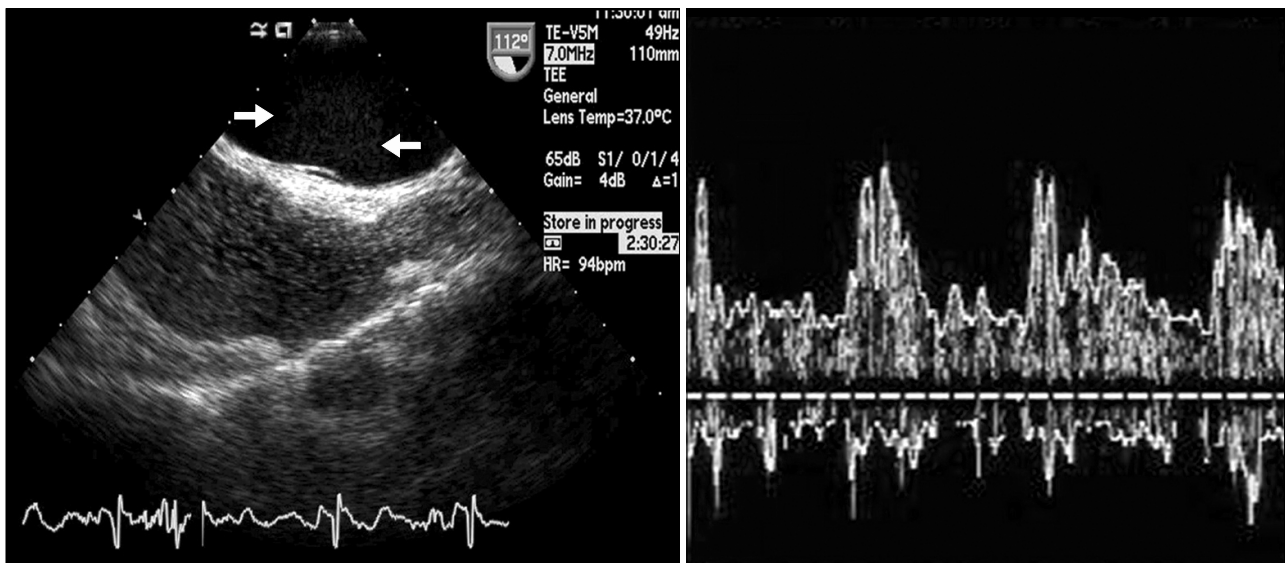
Agitated saline injections were performed at rest and during maximal Valsalva maneuver. Transesophageal echocardiogram showed visualization of an injected saline microbubble in the left atrium within three cardiac cycles of right atrial opacification, consistent with the presence of an intracardiac shunt (left). Transcranial Doppler through the temporal bone showed agitated saline bubbles passing through the middle cerebral artery (right).
